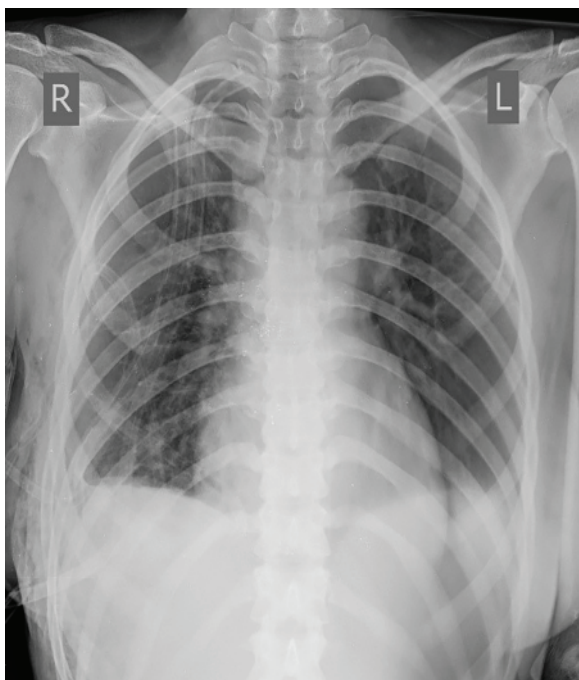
Рентгенографія після операції: легеня розправлена
